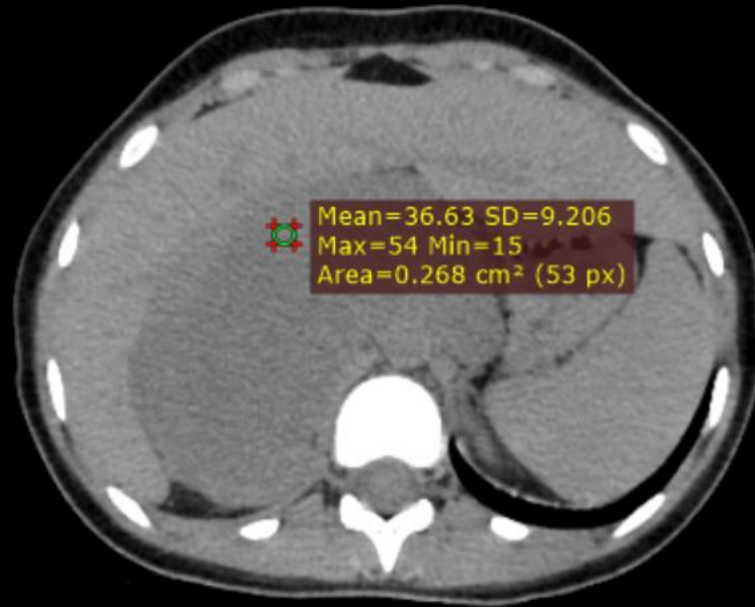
coupe axiale TDM SPC
